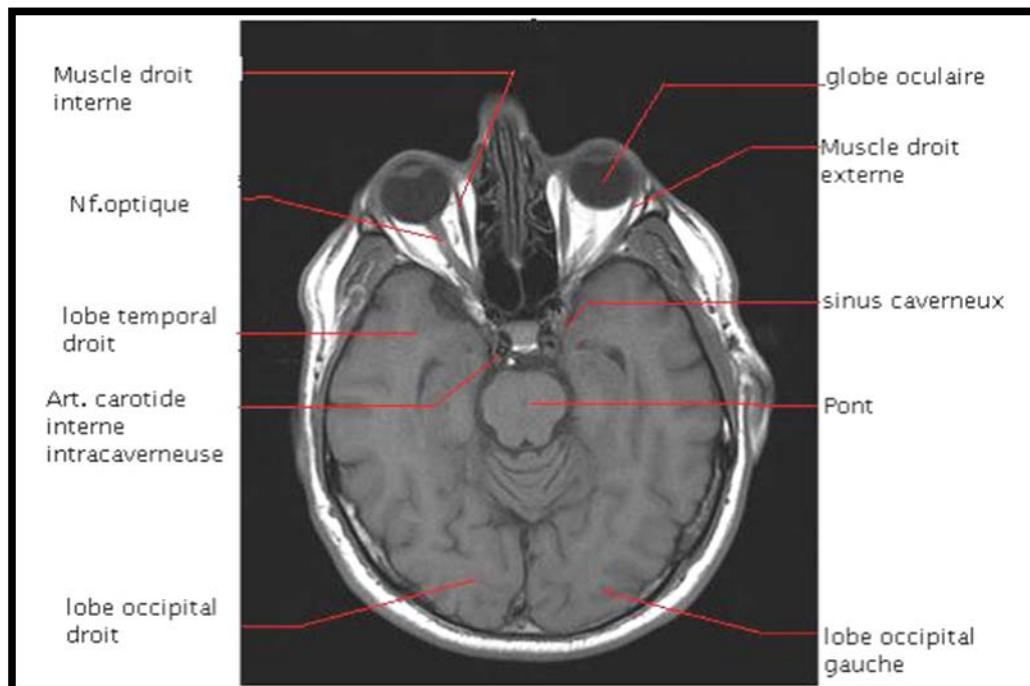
IRM en coupe axiale T1 mettant en évidence les relations entre les cavités ventilées et les régions anatomiques avoisinantes [30]
